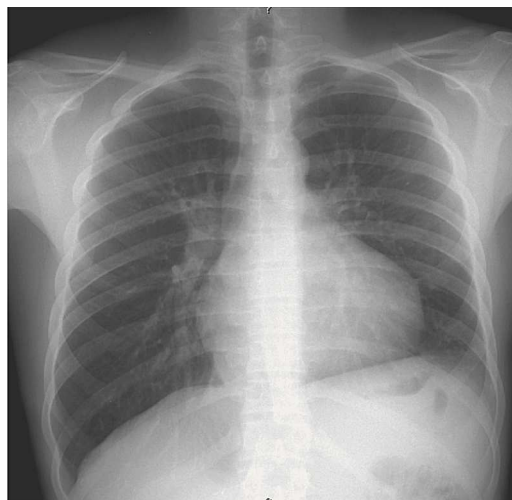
Telerradiografia do tórax em PA: elevação da hemicúpula diafragmática esquerda.
